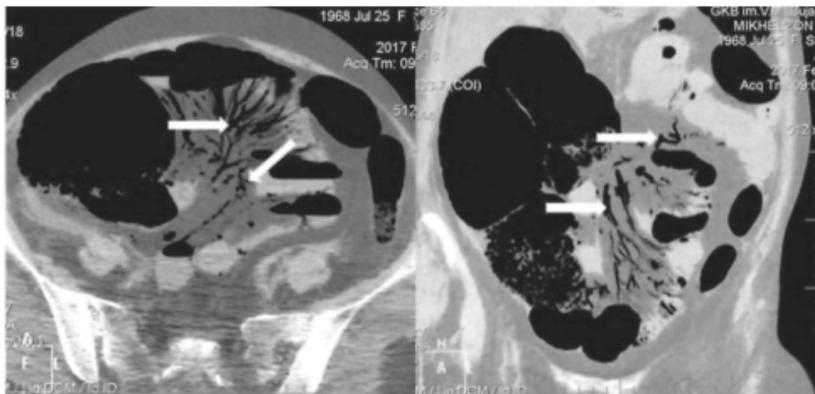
Компьютерные томограммы в нативном режиме. Определяется свободный газ в венах брыжейки кишечника
